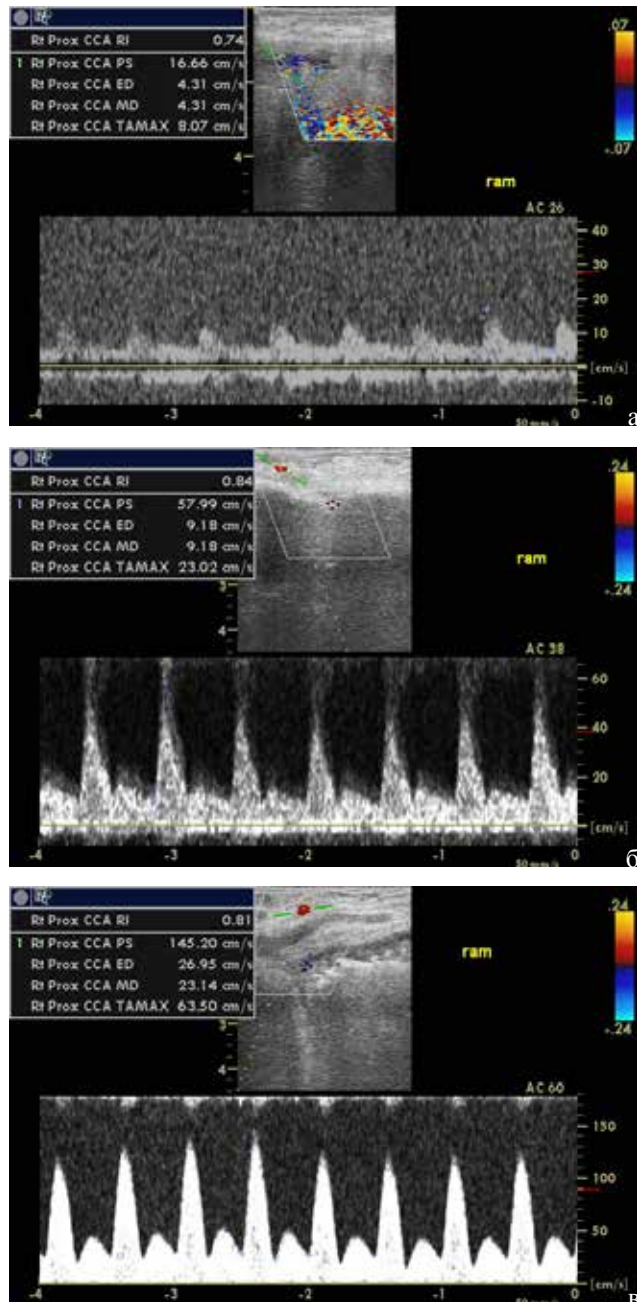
Интраоперационное ультразвуковое дуплексное сканирование ветвей ВБА у больного с ПРП: а - 1 релапаротомия, б - 2 релапаротомия, в - 3 релапаротомия. / Fig. 3. Intraoperative ultrasound duplex scanning branches SMA patient with PDP: a - 1 relaparotomy, b - 2 relaparotomy, c - 3 relaparotomy.
